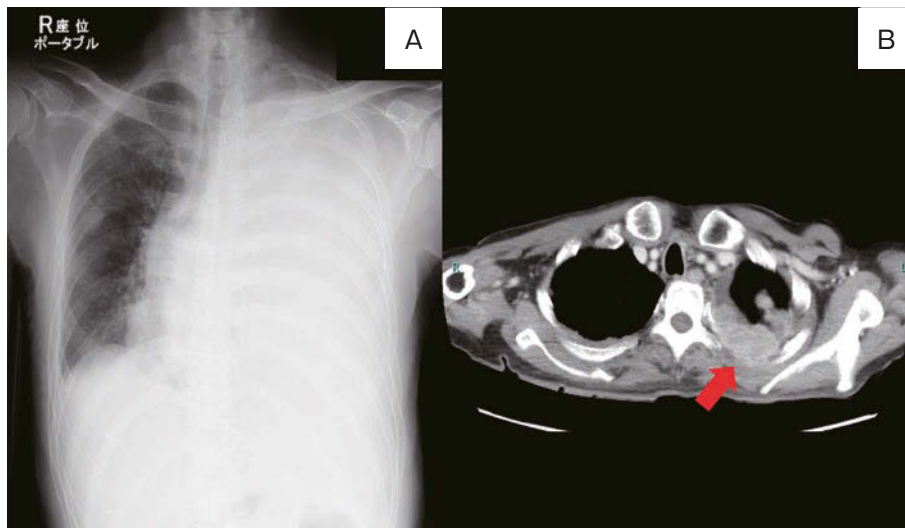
Imaging findings. (A) Chest X-ray film on admission showed pleural effusions in the left cavity. (B) Contrast-enhanced chest CT scan after treatment of pleural effusion with drainage showed bilateral pleural masses with contrast enhancement. Arrow indicates the place where the needle biopsy of the pleural masses was performed.
